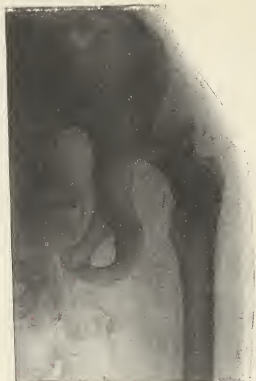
Radiographie de la figure précédente.
